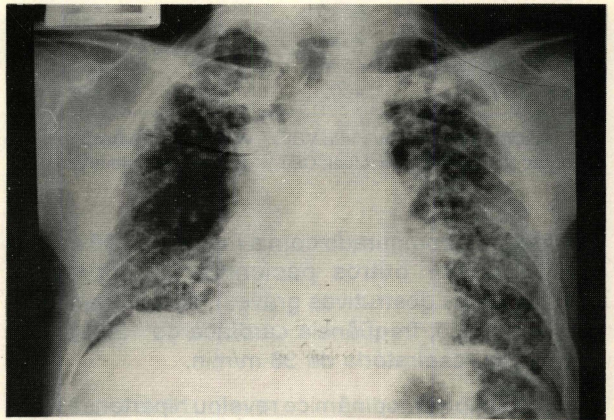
Caso nº 1: Radiografia pré-operatória.
